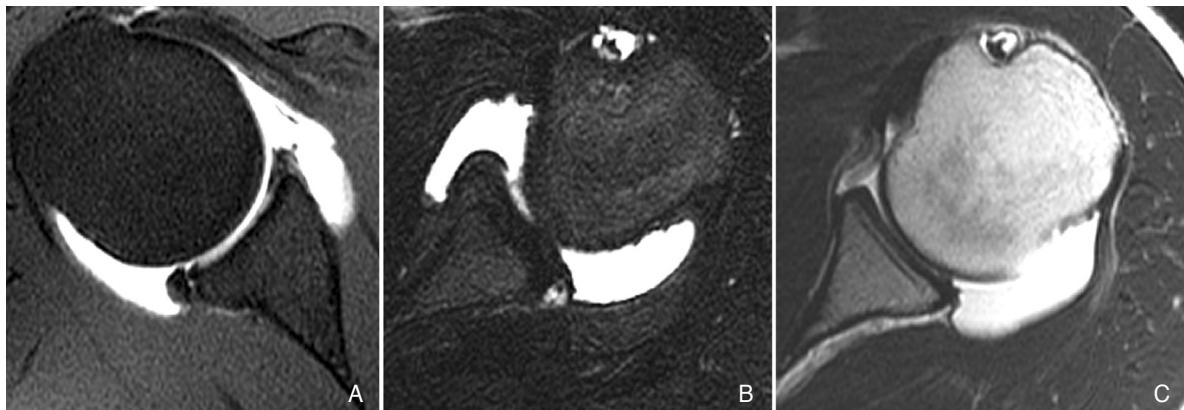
Three types of the posteroinferior labral lesion in the magnetic resonance imaging-arthrogram. (A) Type I: separation without displacement. (B) Type II: incomplete avulsion- the Kim lesion. (C) Type III: loss of contour.
